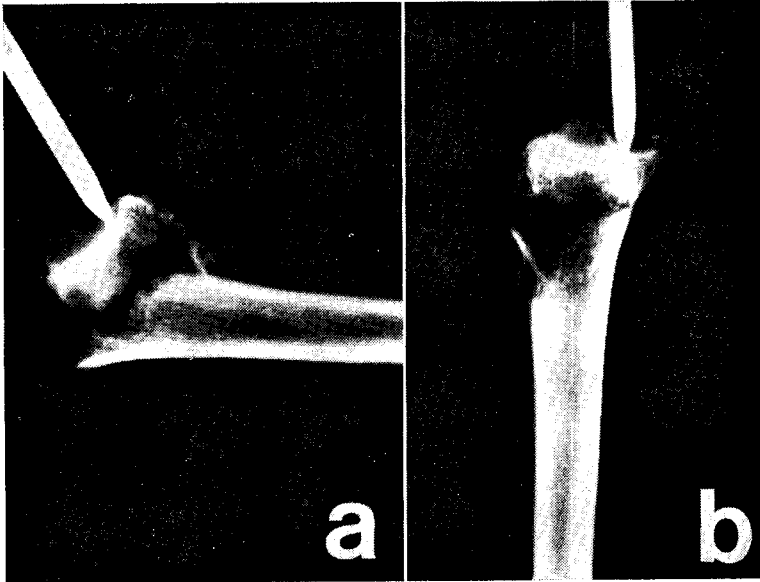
Peça anatómica de fractura de Colles, já apresentada na Fig. 30, agora vista em radiografia de perfil. (a) — posição de deformidade: é visível o contacto entre os topos e o enrugamento do periósseo dorsal, revelado pela linha de fragmentos da cortical dorsal a ele aderente. (b) — posição de redução anatómica: vê-se o aspecto triangular do vazio ósseo; a base do triângulo é constituída pelos pequenos fragmentos da cortical dorsal agora alinhados pela distensão do periósseo.
